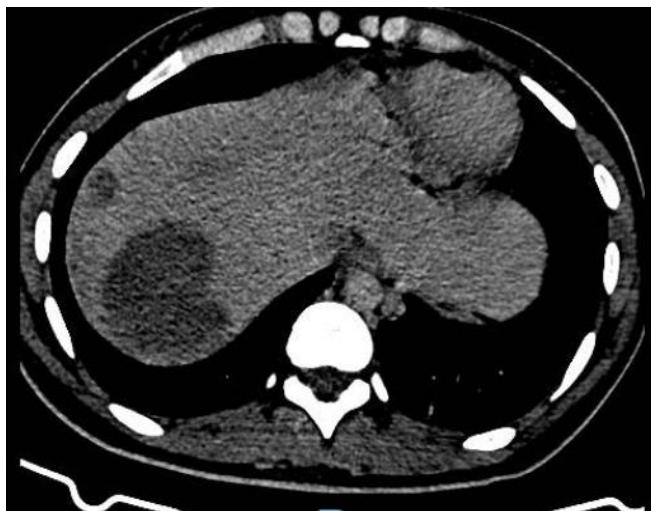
TC abdomen (corte a nivel superior) al diagnóstico
